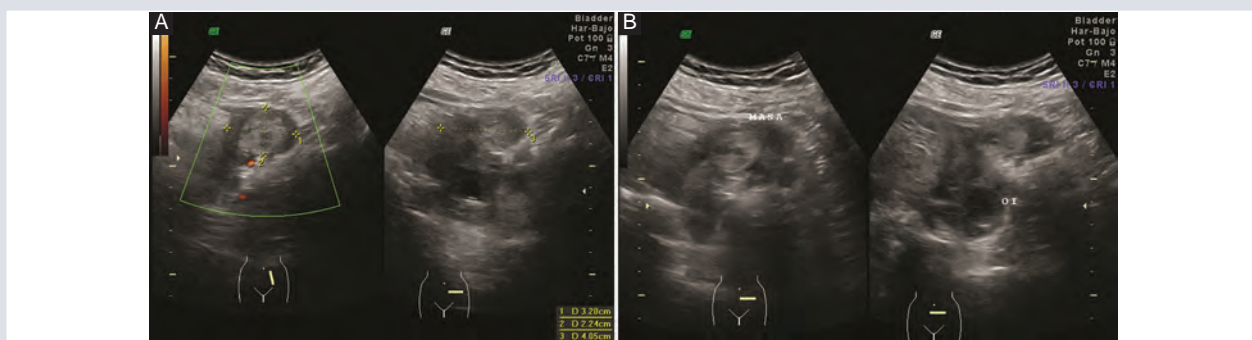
Ultrasonido transabdominal a nivel del anexo izquierdo (A) en el corte longitudinal y axial en donde se observa una masa anexial ecogénica que mide 3.2 x 2.2 x 4 cm en ejes longitudinal, anteroposterior y transversal, que a la aplicación del modo Doppler color solo demuestra escasa vascularidad periférica y que es compatible con embarazo ectópico tubárico roto. B: En este mismo nivel en cortes transversales se hace un comparativo del anexo izquierdo pudiendo identificar la masa anexial y el ovario izquierdo separados.
